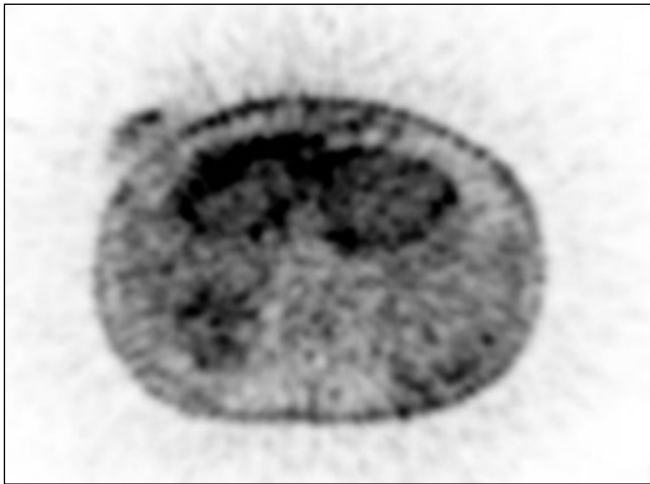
PET-TC toracoabdominopélvico: lesiones hepáticas de bajo grado metabólico.
